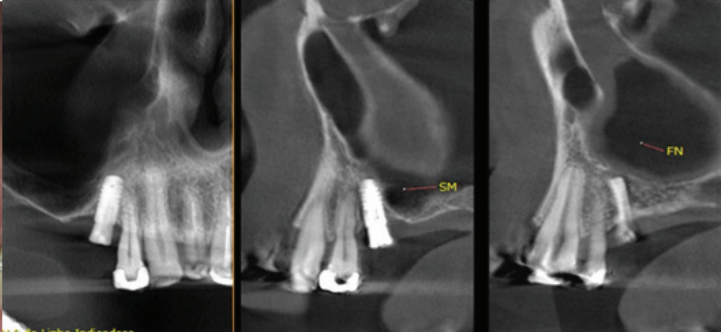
Tomografia do pós-operatório.
